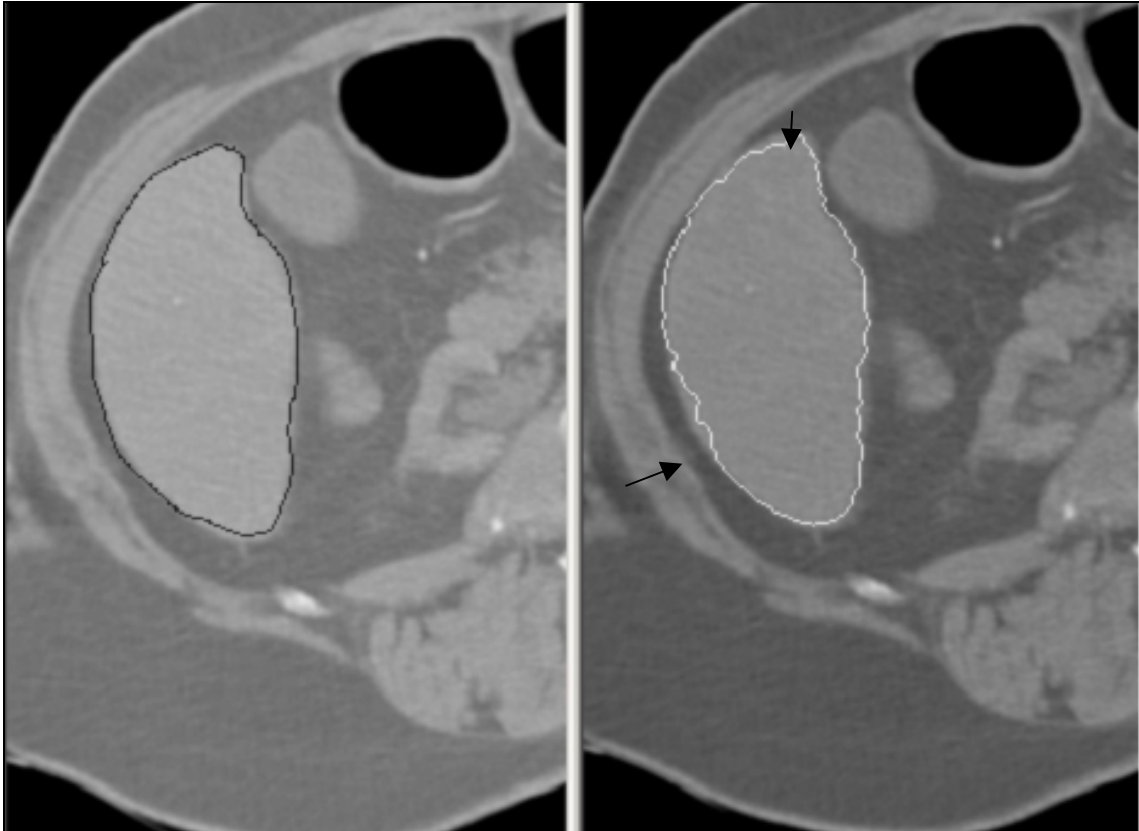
CT-Bild der Niere mit eingezeichneten Positionen, an denen die Berechnung des Gradienten vorgenommen wird. Dieses Ergebnis der vorgeschlagenen Vorgehensweise zeigt, dass die meisten Positionen sich tatsächlich auf der gesuchten Grenze befinden. Bild aus [Pohle03a]
